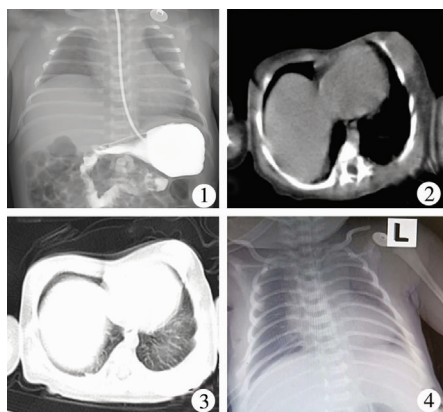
婴幼儿膈膨升患儿X线平片显示右侧膈肌抬高 图2 婴幼儿膈膨升患儿胸部CT显示右侧膈肌抬高、连续性好 图3 婴幼儿膈膨升患儿胸部CT显示右侧膈肌抬高、连续性好 图4 腔镜术后婴幼儿膈膨升患儿有气管插管、胸腔闭式管,右侧膈肌沉降满意
